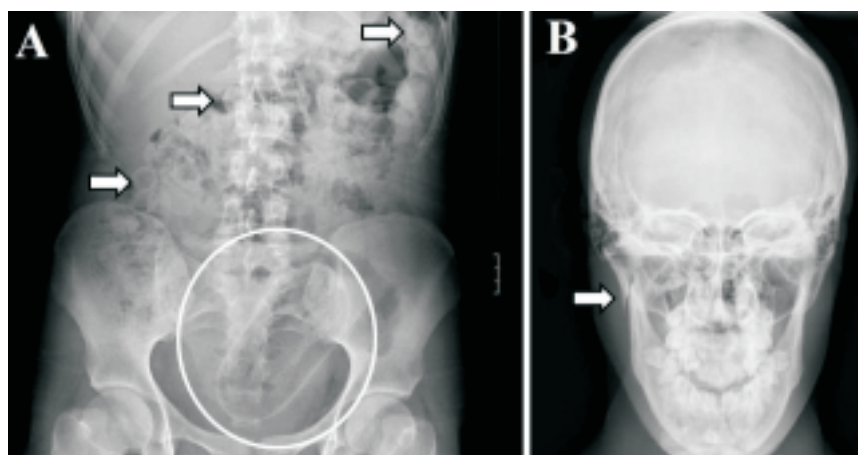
A. Radiografía de abdomen que muestra un cuerpo extraño ovalado a nivel de fosa iliaca izquierda (circunferencia), así como pequeñas imágenes a lo largo del intestino grueso (flechas). B. Fractura de rama mandibular derecha (flecha).
